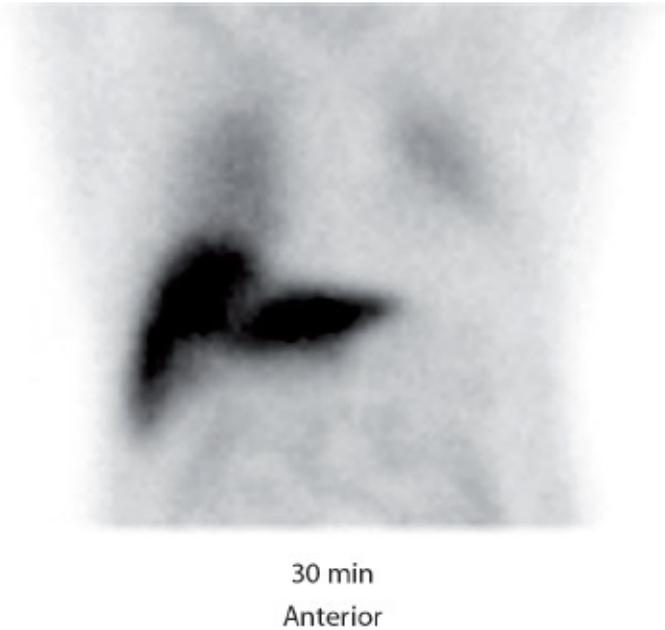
Paciente da Figura 37.27 e sua cintigrafia da inervação adrenérgica cardíaca com $^{123}\text{MIBG}$, demonstrando acentuado comprometimento da inervação cardíaca. Este achado, somado às alterações observadas na PET-FDG, tornam provável o diagnóstico de demência de Lewy.
